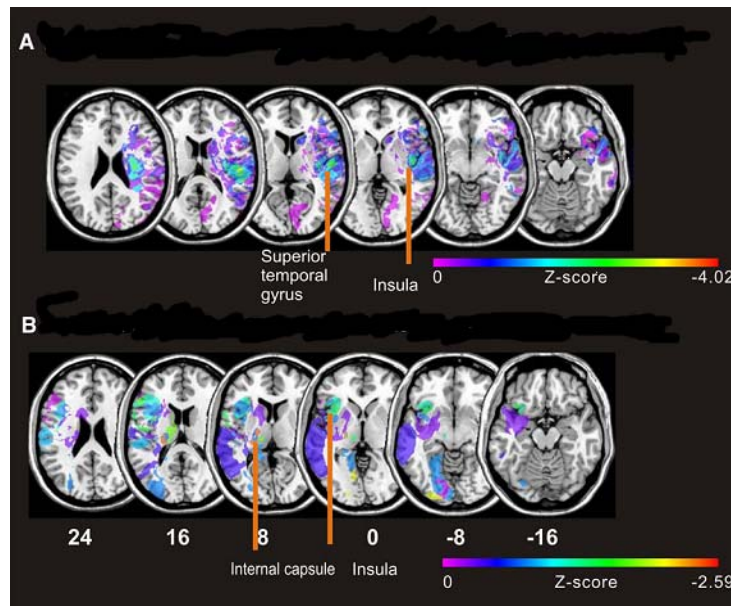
RM de perfusión en pacientes con ictus y SE A-lesión del lado derecho. B-lesión del lado izquierdo (386).
